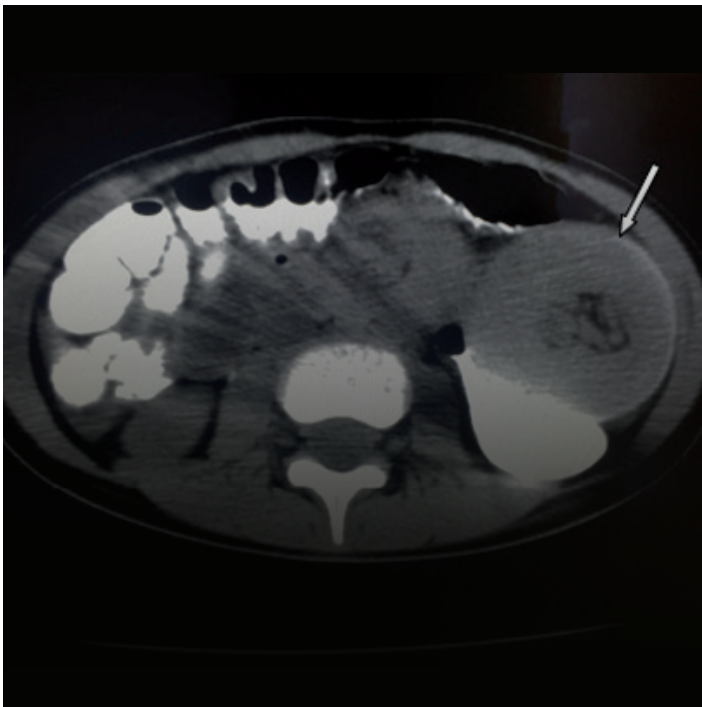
TAC addome con m.d.c.: nella regione del fianco di sinistra si evidenzia immagine "a coccarda", corrispettivo dell'immagine ecografica in Figura 1
